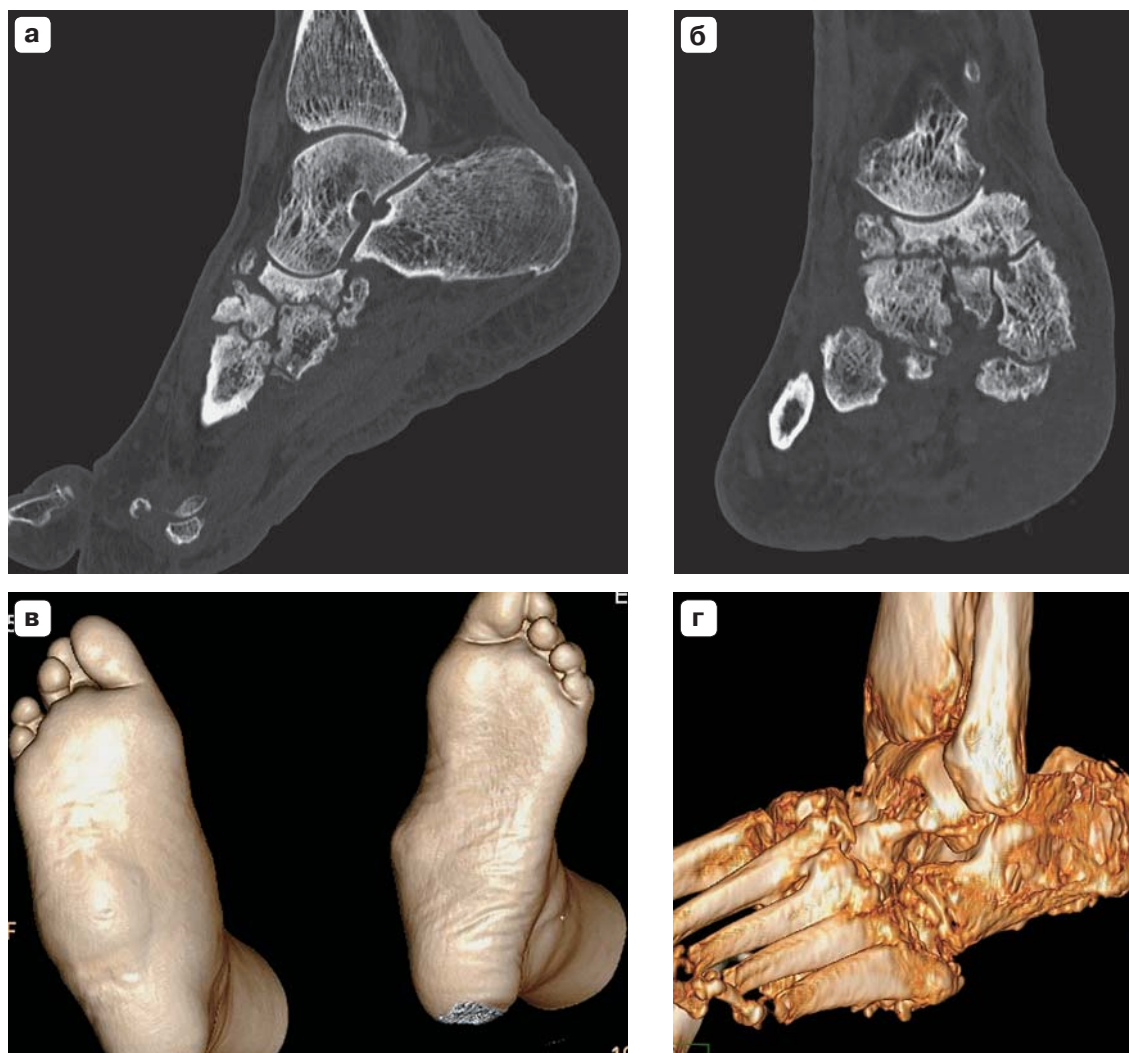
Компьютерные томограммы левой стопы, синдром диабетической стопы, стопа Шарко. а – сагиттальная реконструкция. Определяется выраженный пороз костей предплюсны с мелкокистозной перестройкой. Кортикальный слой костей предплюсны узурирован. По передней поверхности костей предплюсны определяются свободные костные фрагменты; б – фронтальная реконструкция, кости предплюсны неоднородны по структуре, с кистами костной ткани, кортикальный слой “изъеден”; в – 3D-реконструкция, определяется увеличение в объеме мягких тканей; г – 3D-реконструкция, дезорганизация и деформация костей предплюсны.
